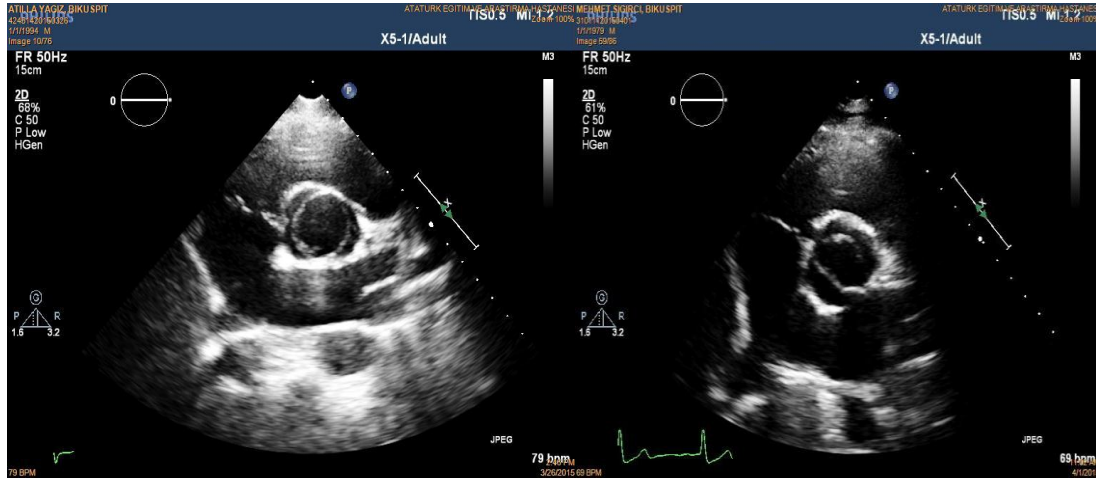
Transtorasik ekokardiyografi ile BAK'ın parasternal kısa aks görünümü
